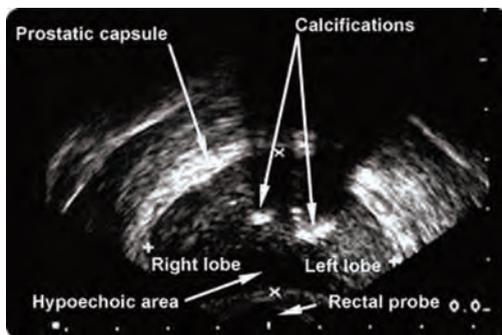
USG. Cáncer de próstata
